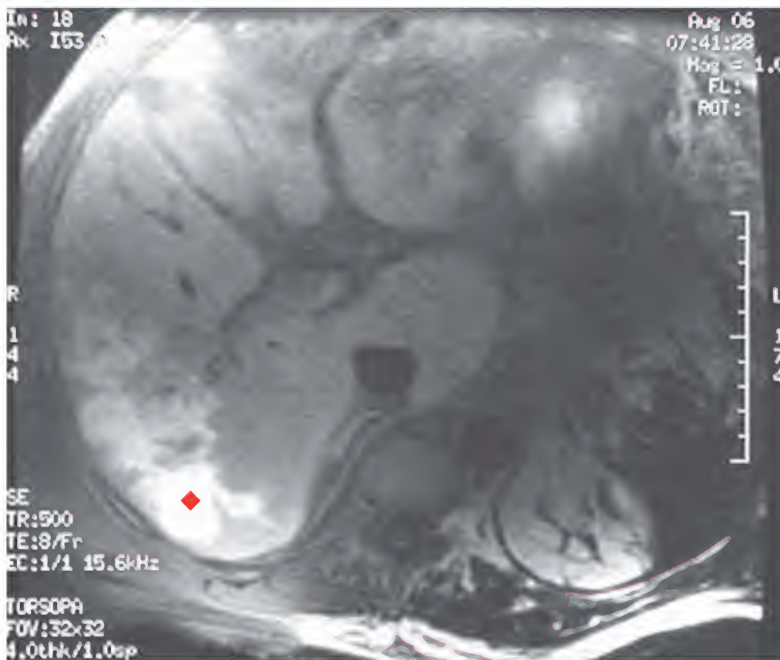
Infarto hepático, resonancia magnética
